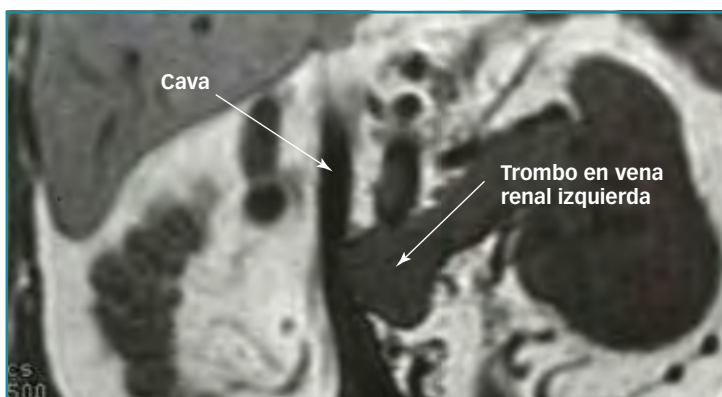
RM de tumor renal con trombo en venas renal y cava.
